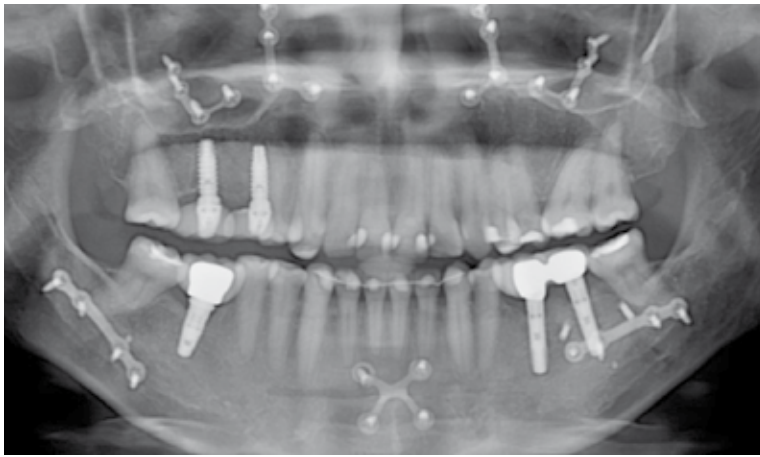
radiografías finales.
